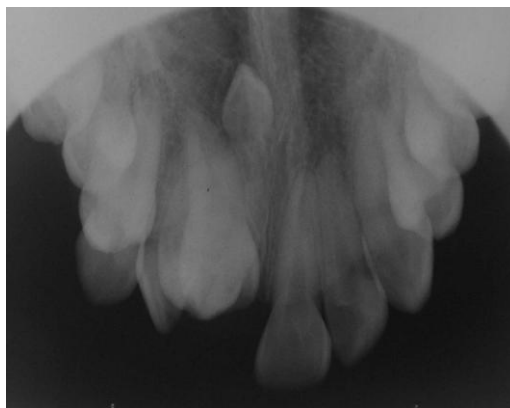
Radiografía oclusal maxilar. Se observa la presencia de un odontoma en la zona anterosuperior izquierda y un diente supernumerario en posición invertida. Cortesía Od. A. Moya
